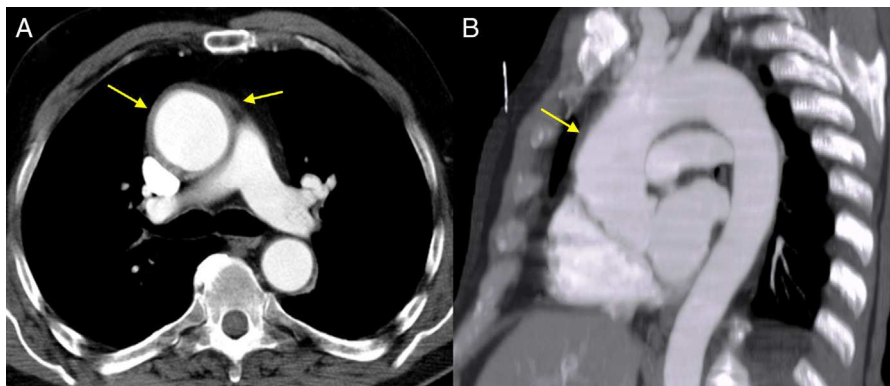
Tomografía computarizada de tórax que muestra aneurisma y engrosamiento parietal de aorta ascendente. A: imagen axial. B: reconstrucción multiplanar en eje sagital.
